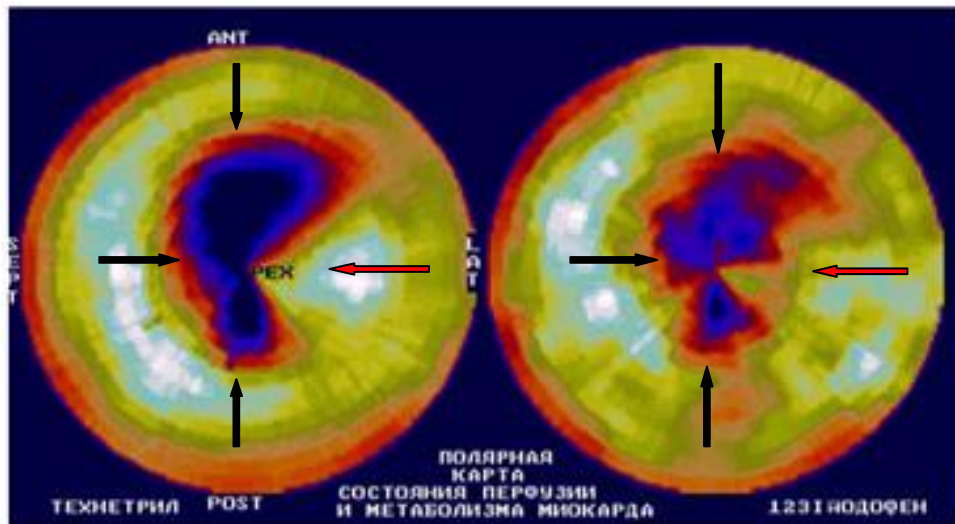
Б-ной Е. 45 лет. Полярные карты перфузии (слева) и метаболизма (справа) левого желудочка до операции, на которых определяются значительно и резко выраженные согласованные дефекты перфузии и метаболизма в области верхушки, передней и нижней стенках ЛЖ, а так же нижней трети МЖП (обозначены черными стрелками). Участки сохраненного жизнеспособного миокарда в верхушечном сегменте боковой стенки (обозначены красными стрелками).
